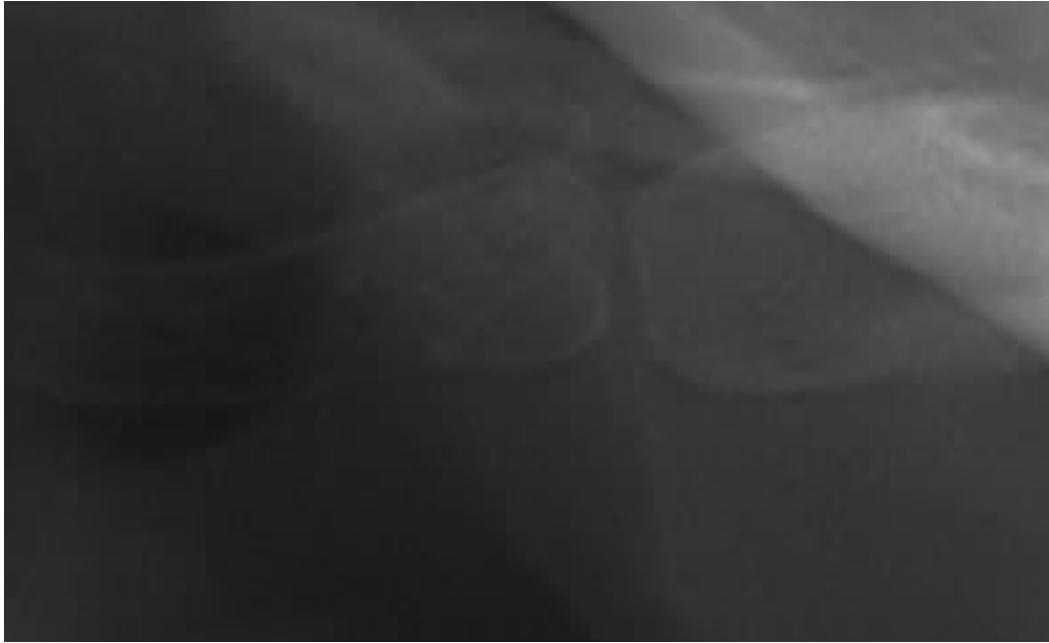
Ortopantomografía dental. Fusión del asta mayor del hioides ausente.
